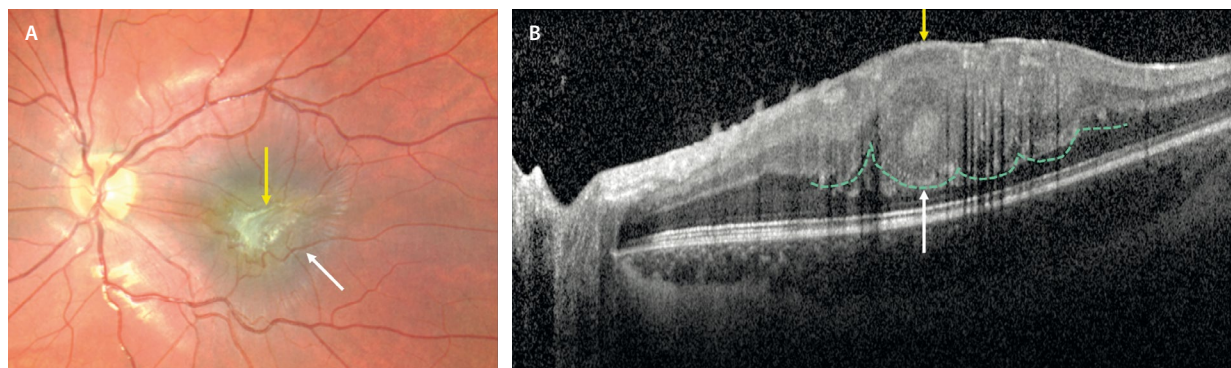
Hamartoma combinado del epitelio pigmentario de la retina macular. A) En la retinografía se aprecia una lesión mal definida pigmentada a nivel macular (flecha blanca) con gliosis significativa (flecha amarilla). B) En la tomografía de coherencia óptica se observa una lesión isorreflextiva que ocupa la retina interna y media, pero que respeta la capa nuclear externa, la zona de elipsoides, interdigitaciones y el epitelio pigmentario de la retina. Característicamente, se aprecian pliegues o «dientes de sierra» (punteado verde), también llamado «signo omega» por las características ondulaciones de la capa plexiforme externa (flecha blanca) y se asocian a membranas epirretinianas (flecha amarilla).
